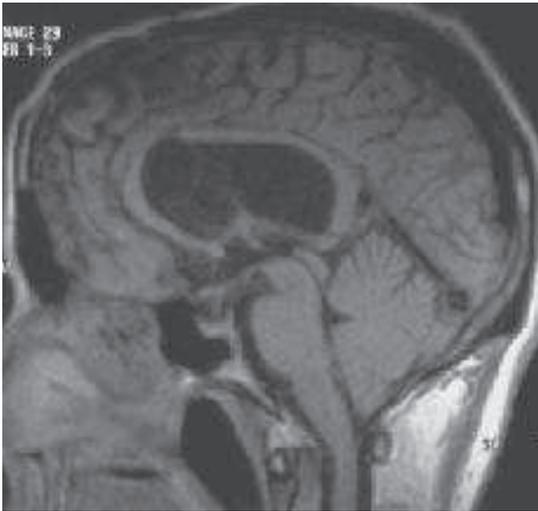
IRM en coupe sagittale montrant exérèse totale après callosotomie
